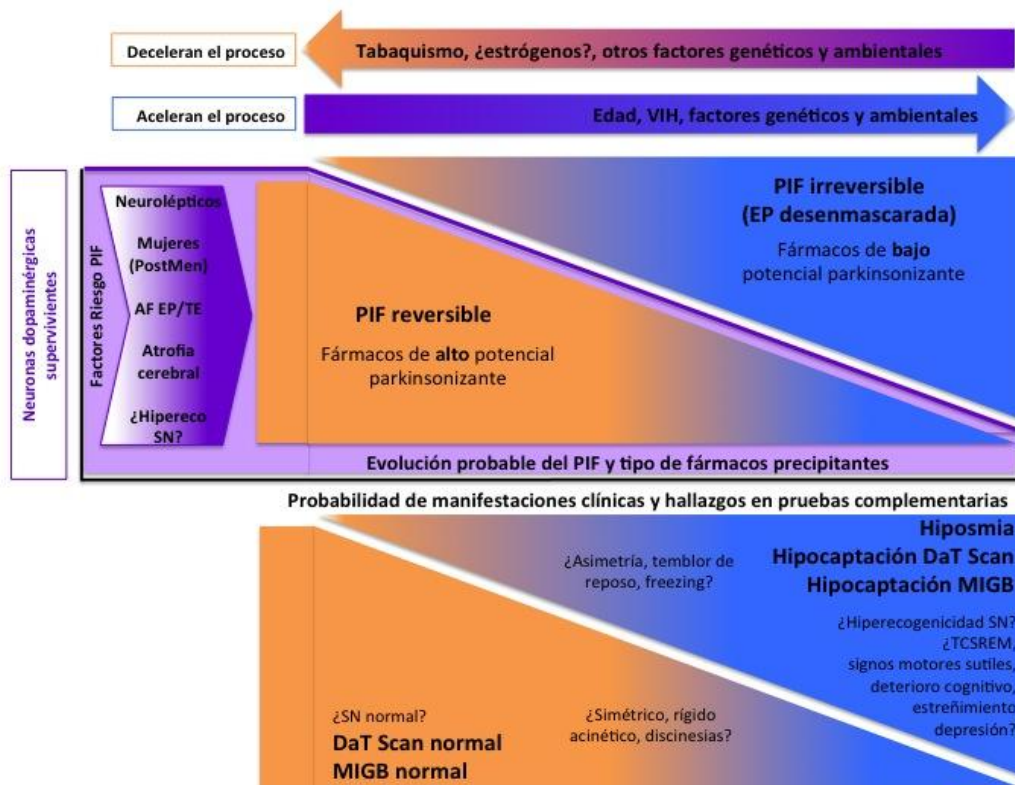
Modelo propuesto de fisiopatología del parkinsonismo farmacológico integrando la evolución a Enfermedad de Parkinson, datos clínicos y paraclínicos y los factores de riesgo. Entre interrogaciones se distinguen las asociaciones especulativas no probadas aún fehacientemente. AF: antecedentes familiares. EP: Enfermedad de Parkinson. DaTSCAN: SPECT cerebral de transportador de dopamina. Hipereco SN: hiperecogenicidad de la sustancia negra. MIGB: gammagrafía cardiaca con meta-yodo-benzil-guanidina. PIF: parkinsonismo inducido por fármacos. PostMen: postmenopáusicas. SN: sustancia negra. TE: temblor esencial. TCSREM: trastorno de conducta del sueño REM. VIH: virus de la inmunodeficiencia humana. Elaboración propia.
